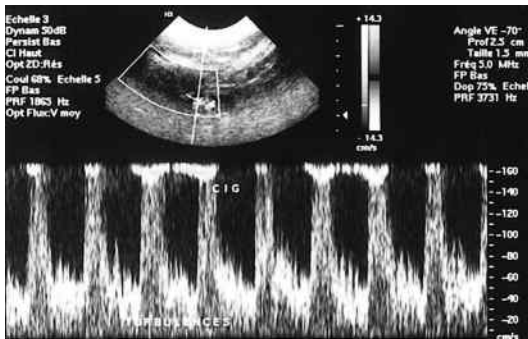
Spectre Doppler pulsé d'une sténose très serrée de la carotide.
